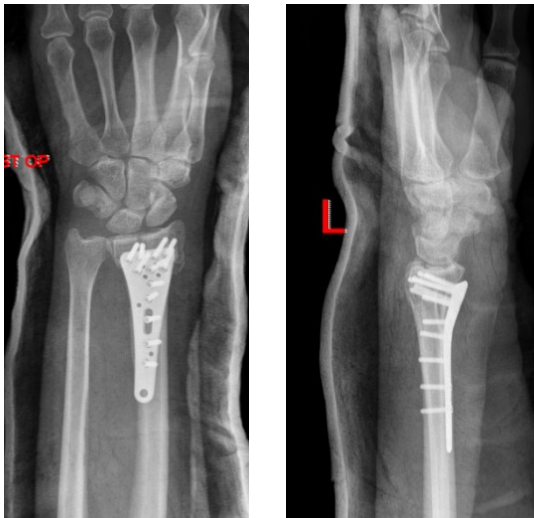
Röntgen a.p. und seitlich p.o.
